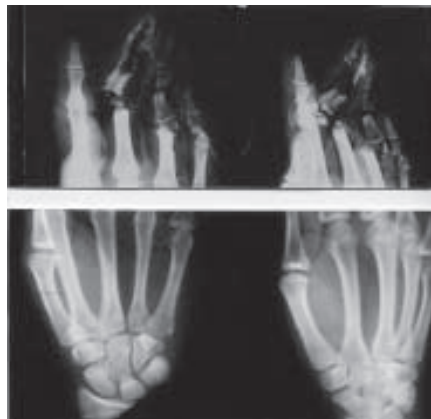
En accidente de trabajo. Radiografía simple de la mano derecha, PA y ligeramente oblicua. Dedos triturados y fracturas de las cabezas metacarpianas con luxación. Arriba se separan las imágenes de la porción inferior por la delgadez que impide su ilustración uniforme.
